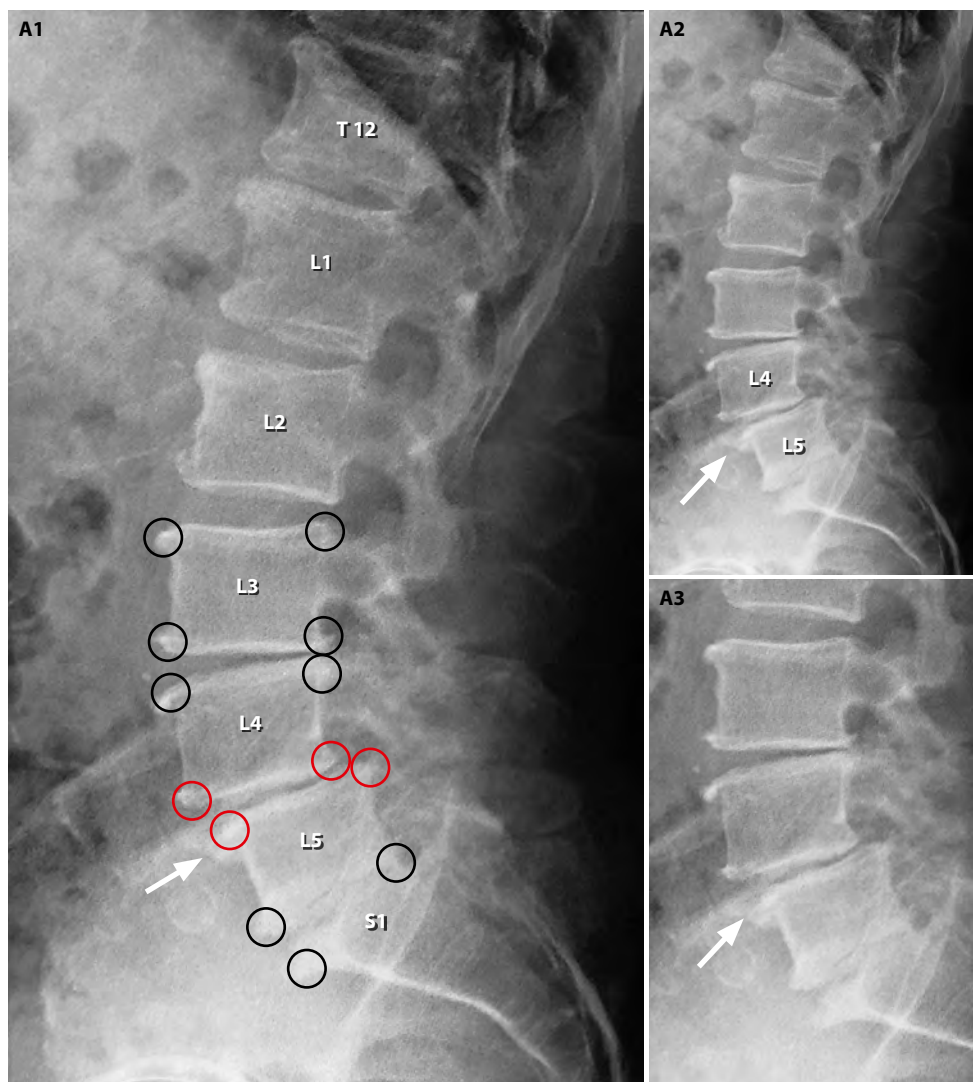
Patient 50 years old. Spondylolisthesis L4–L5 – see marking points (red circles) and Osteophytes (arrow). Compression of nerve roots. Permanent pain in lumbar region in everyday situations. Annoying pain after hard work. (A2) and (A3) are details of the X-ray picture.
